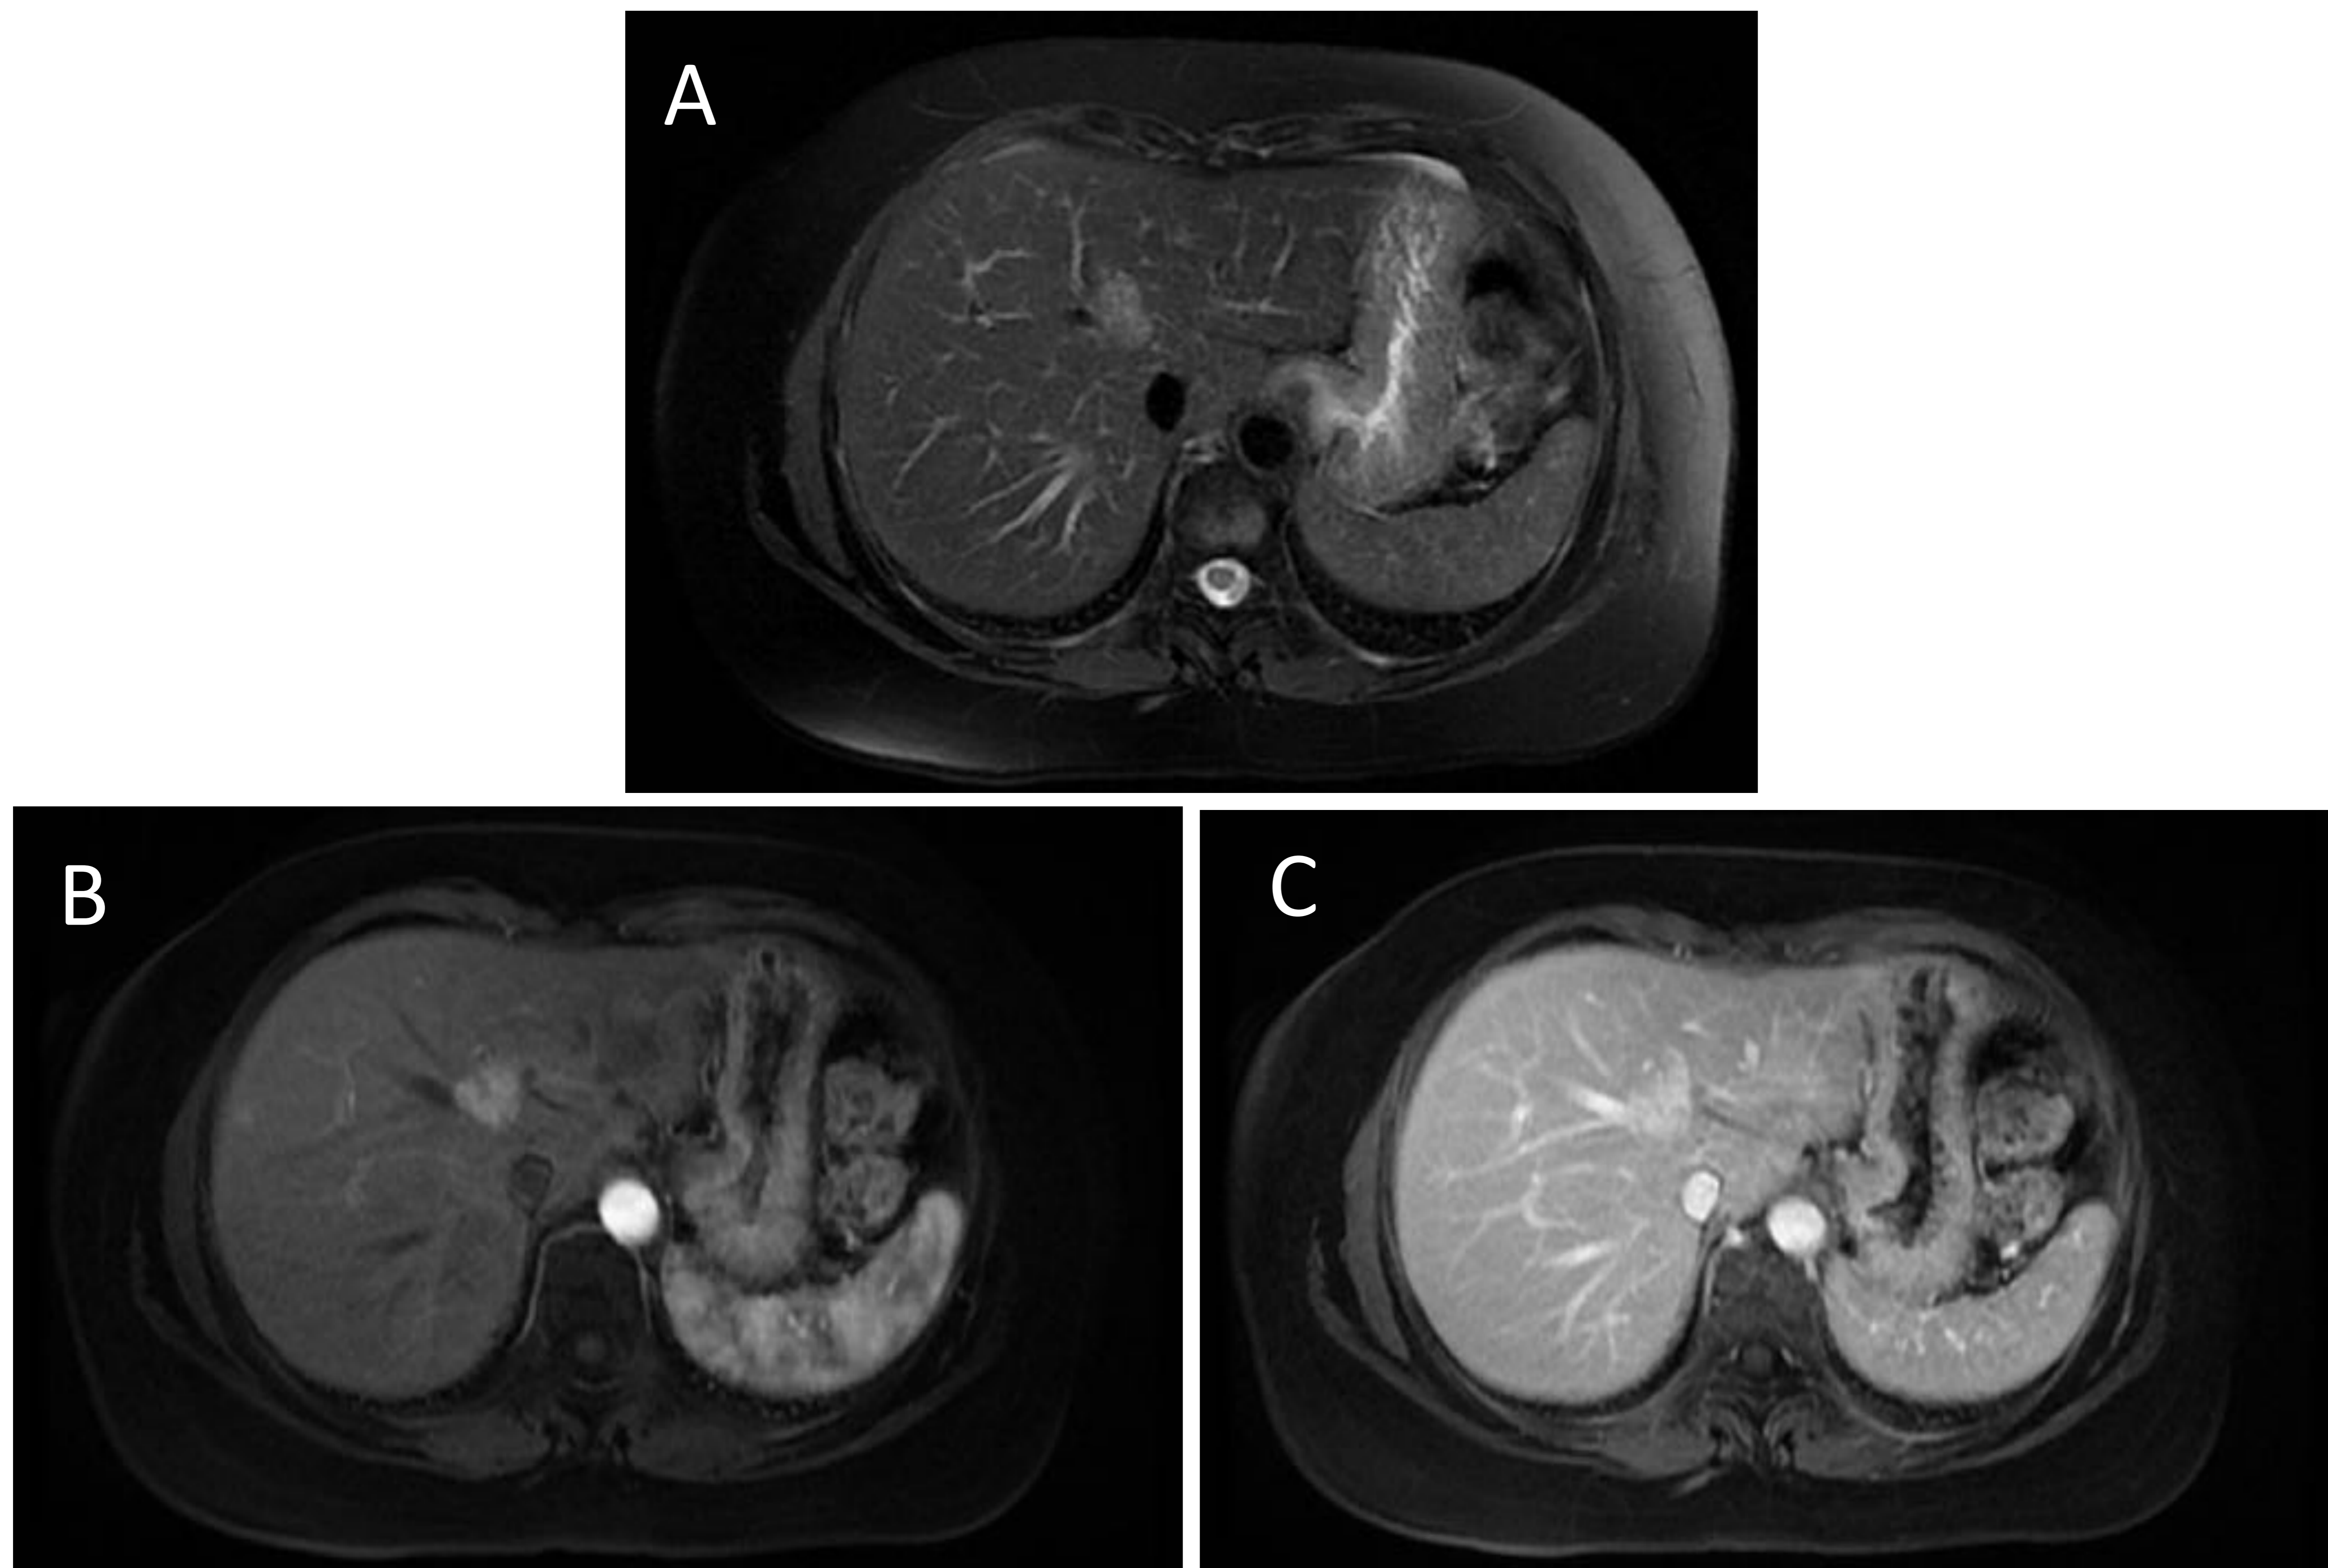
HNF en RM: paciente en tratamiento con oxaliplatino que presenta una lesión hiperintensa en secuencia ponderada en T2 FAT SAT (imagen A). En estudio T1+C dicha lesión se muestra hipervascular en fases precoces con región central hipointensa en relación a cicatriz (imagen B), con lavado rápido (imagen C) y posterior aumento de señal mantenido de la cicatriz central. La cicatriz central capta contraste progresivamente y es más visible con el realce tardío (signo característico).
